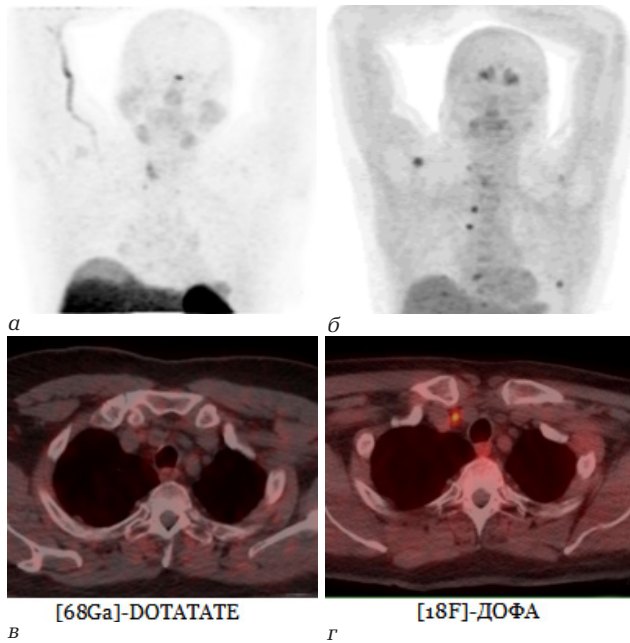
Пациент Ф., с персистирующей гиперкальцитонинемией в исходе левосторонней гемитиреоидэктомии по поводу медулярного рака щитовидной железы. По результатам ПЭТ/КТ с [68Ga]-DOTATATE очагов патологической гиперэкспрессии соматостатиновых рецепторов 2 подтипа не выявлено: *a* – ПЭТ-изображение максимальной интенсивности), по результатам ПЭТ/КТ с [18F]-ДОФА выявлены множественные очаги патологического гиперметаболизма ДОФА регионарных лимфатических узлов, костях скелета; *v* – ПЭТ-изображение максимальной интенсивности), без структурных изменений по данным КТ в их проекции, в качестве примера приведен структурно неизменный лимфатический узел нижней яремной группы справа (IV) без признаков гиперэкспрессии соматостатиновых рецепторов (*б*) с признаками гиперметаболизма ДОФА (*г*)
